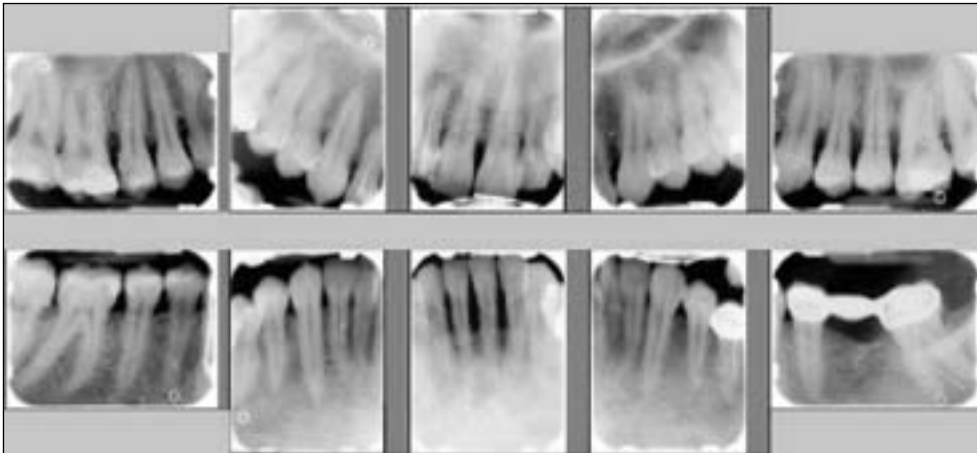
Serie radiológica periapical utilizada para el diagnóstico periodontal.
